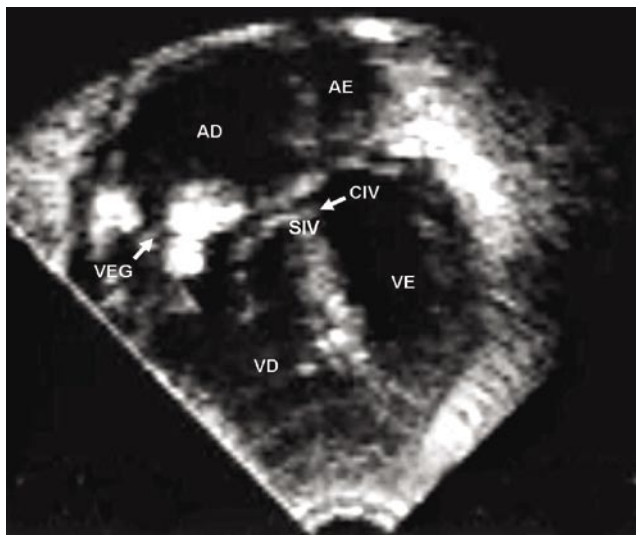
Ecocardiograma apical 4-câmaras mostrando defeito septal ventricular (CIV) associado a de grande vegetação endocárdica acometendo todos os folhetos da valva tricúspide (VEG). AD: átrio direito; AE: átrio esquerdo; VD: ventrículo direito; VE: ventrículo esquerdo; SIV: septo interventricular.
